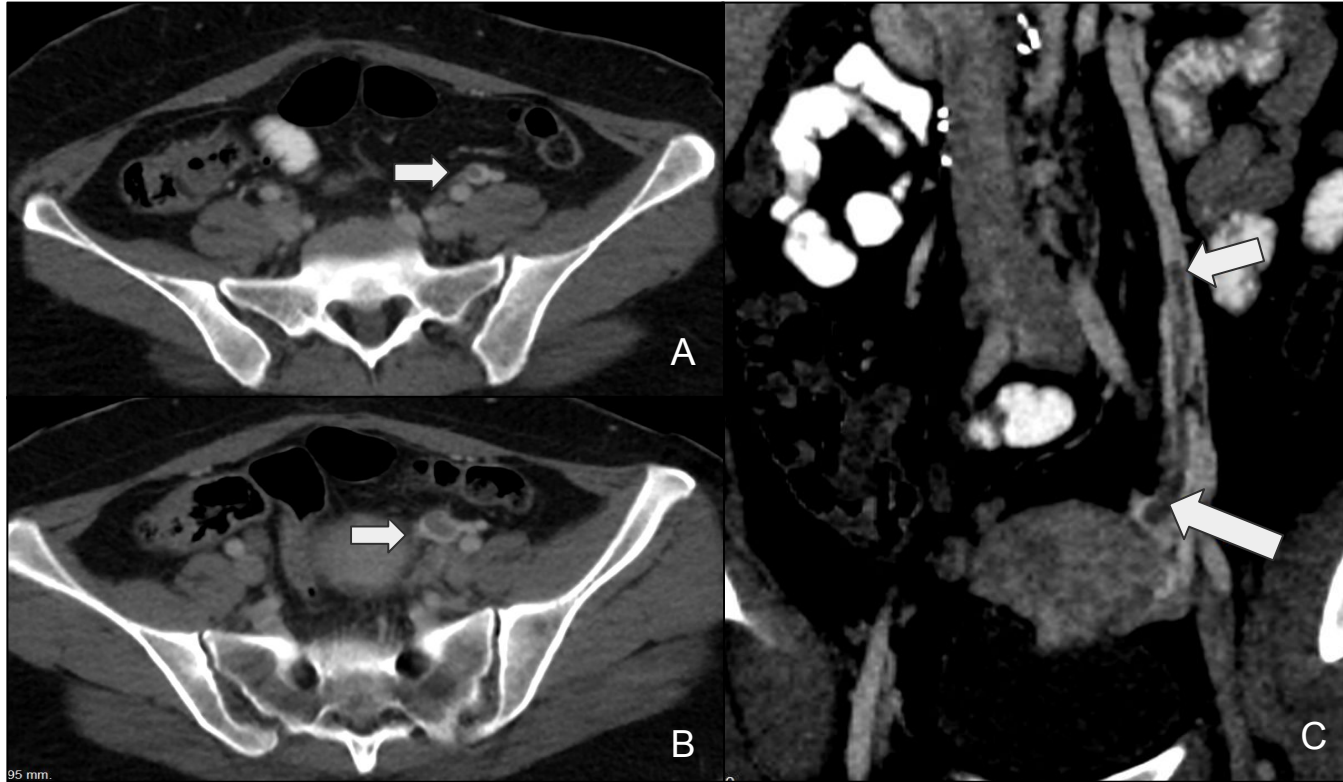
A, B y C) Tomografía abdominopélvica con contraste endovenoso. Dilatación con defecto de relleno central en vena ovárica izquierda compatible con trombosis de evolución aguda-subaguda (Flechas).
